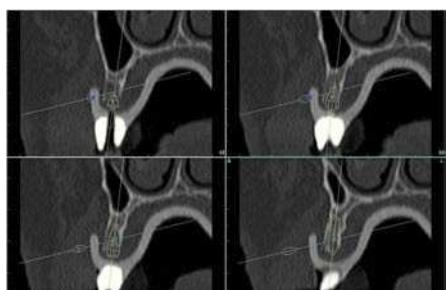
Ortopantomografía de la planificación del implante: se aprecian claramente las perforaciones oclusales, las cuales definen el centro del diente protésico.
